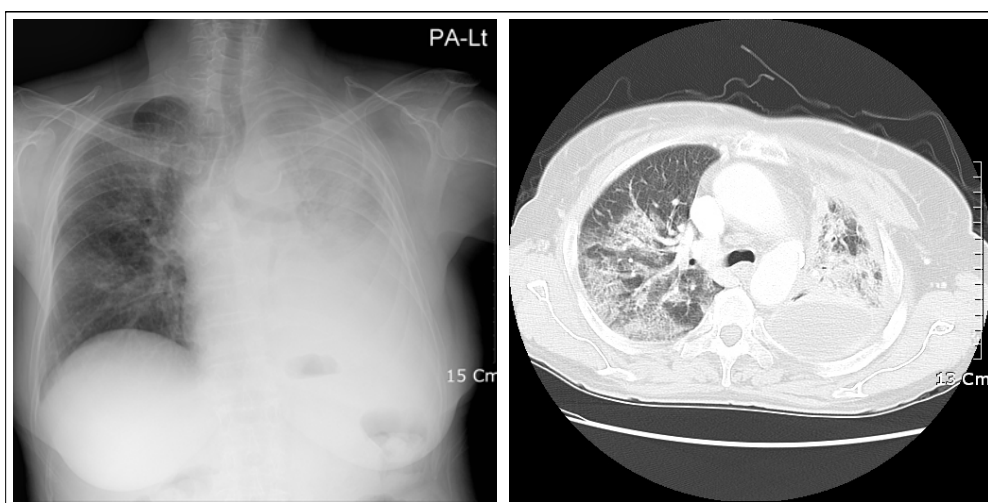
(A) Chest X-ray on day 25 of gefitinib therapy. Poorly defined ground glass opacities in right upper lung field has developed. (B) HRCT on day 25 of gefitinib therapy. Besides previously existed large amount of left pleural effusion and nodular thickenings, new ground glass opacity of both upper lung zone has developed.
